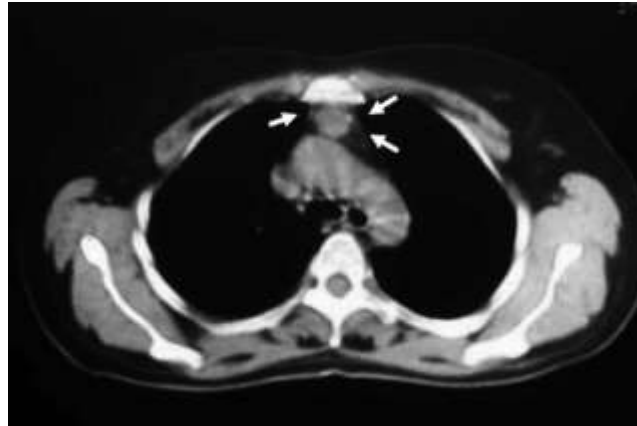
TDM thoracique montrant un thymus hyperplasique résiduel (Source : CEN, 2019.)
